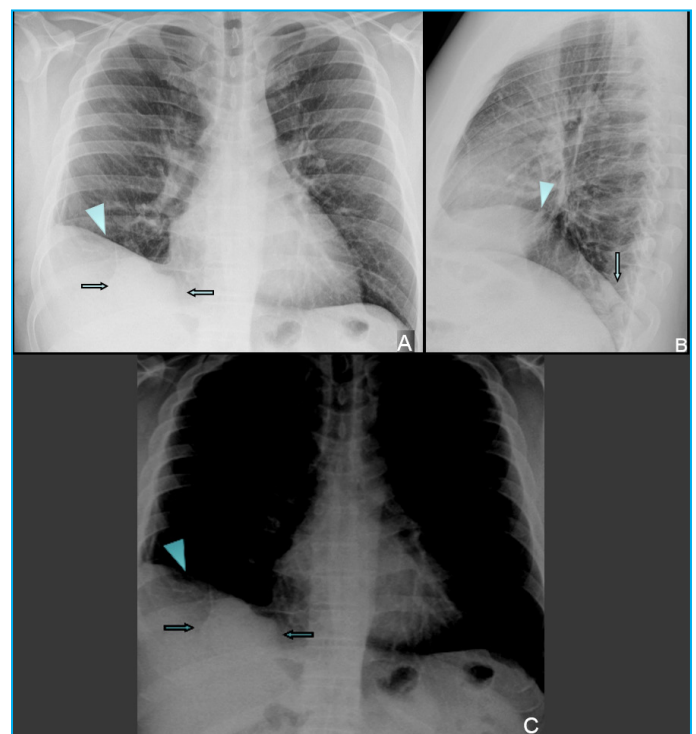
Radiografía PA (A) y lateral de tórax (B) con elevación del hemidiafragma derecho (puntas de flecha); aumento de densidad de contornos bien definidos en la base pulmonar derecha, más evidente si se aumenta el contraste de la imagen (C), que sugiere la presencia de una masa de localización posterior en el lóbulo inferior derecho (flechas).
